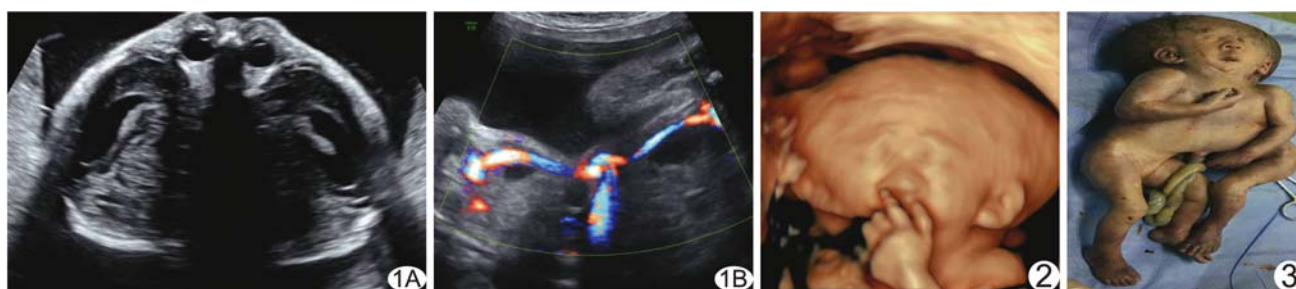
产前超声 A. 声像图示双侧胎儿头颅部分融合, 侧脑室增宽, 可见 2 只眼睛; B. 两胎儿腹部融合, CDFI 于膀胱两侧仅见 1 支脐动脉, 脐血管由共同脐部发出 图 2 三维表面成像图 图 3 引产后标本
